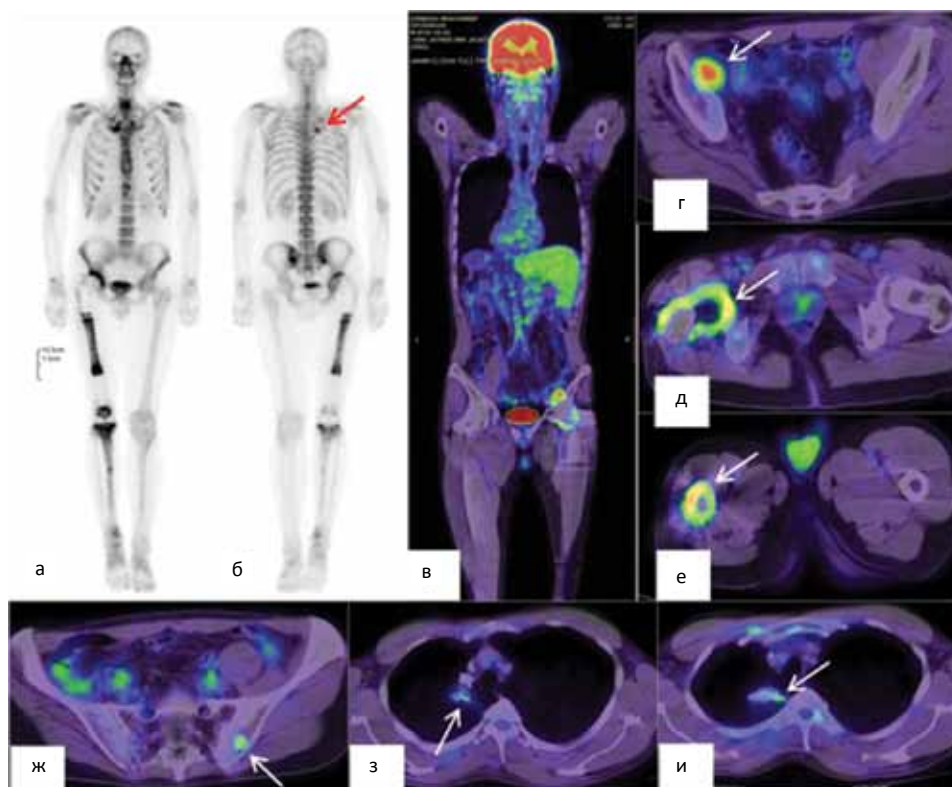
Представленные снимки ОСГ (а, б) и ПЭТ/КТ (в-и) от 16.05.2018 г. и 14.05.2018 г. соответственно (перевод). На ОСГ сохраняется гипераккумуляция РФП в верхушке правого гемиторакса без динамики от 12.03.2018 г. На ПЭТ/КТ (з, и) в верхушке правого легкого определяется кальцинированная опухоль без патологической аккумуляции ^{18}F -ФДГ (стрелки). В правой подвздошной мышце очаг (г) с патологической гипераккумуляцией ^{18}F -ФДГ ($\text{SUV} = 6,2$). В медиальном отделе левой подвздошной кости (ж) уплотнение с признаками гиперметаболической активности ($\text{SUV} = 2,8$). Вокруг эндопротеза правой бедренной кости (д, е) диффузная гипераккумуляция РФП, обусловленная реактивными изменениями. Заключение: активная опухолевая ткань в левой подвздошной кости и правой подвздошной мышце
